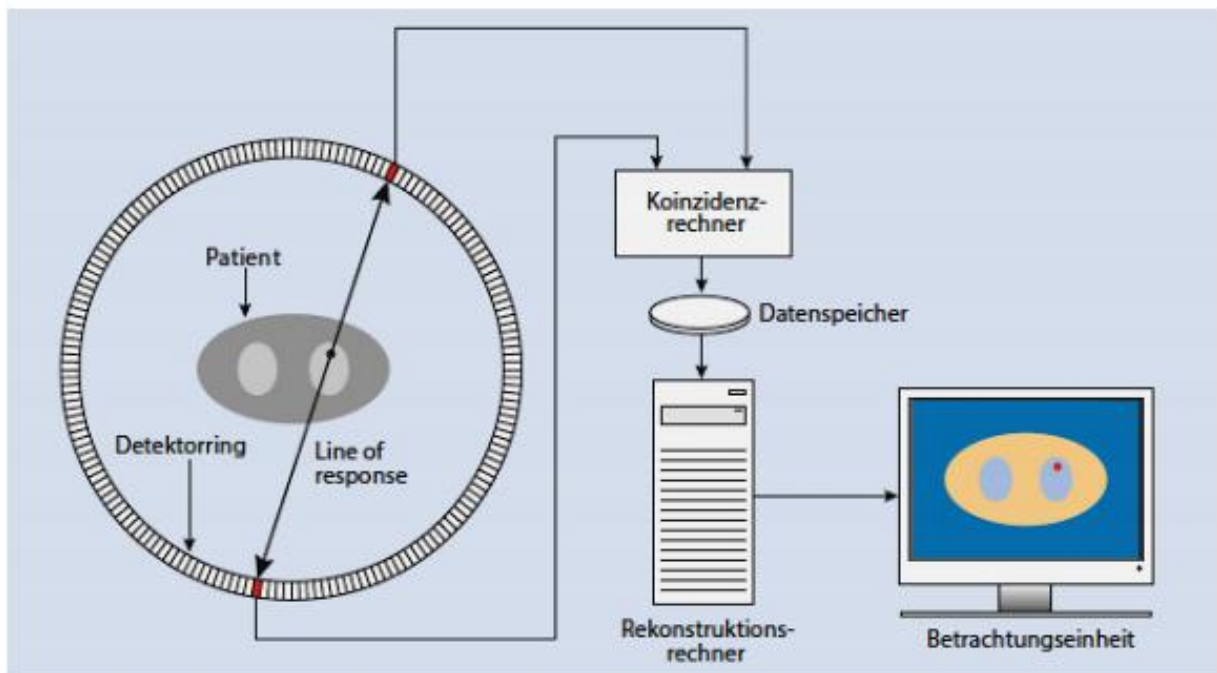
Funktionsweise der Positronen-Emissions-Tomografie (PET) (Glatting et al. 2017).
